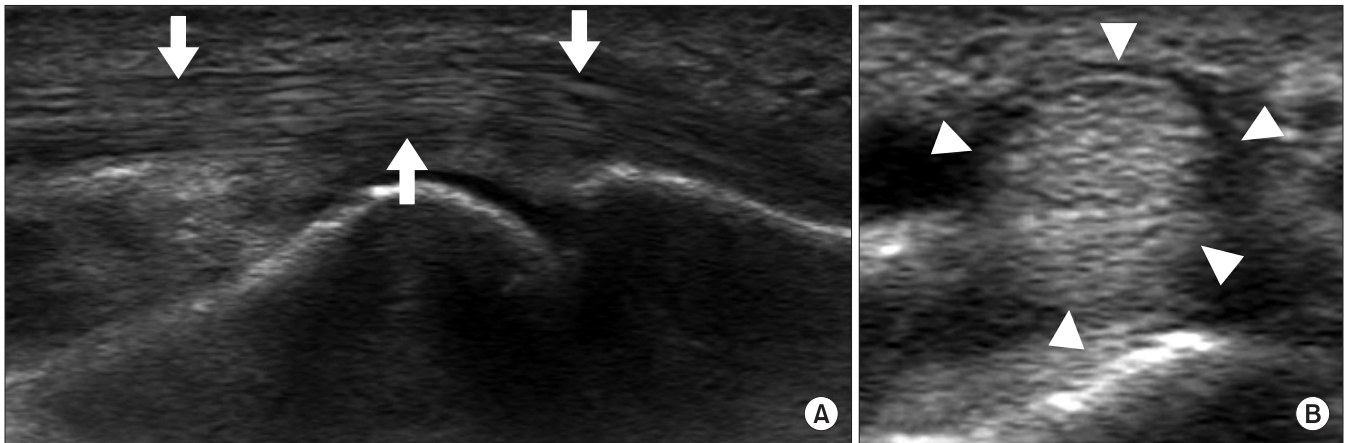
Ultrasonography (US) findings of a normal tendon. (A) Long axis US image of the flexor digitorum tendon (arrows) shows numerous echogenic intratendinous interfaces, resulting in the typical fibrillar appearance. (B) Short axis US image of the flexor digitorum tendon (arrowheads) shows a homogeneous intratendinous pattern made of bright stippled clustered dots.
